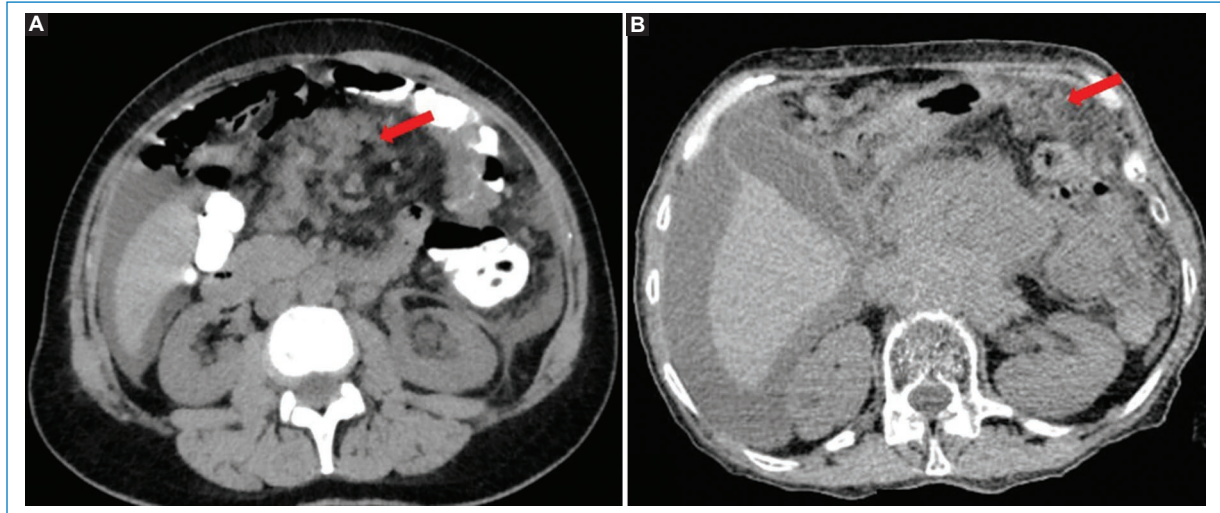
TC sin contraste endovenoso en imágenes axiales que evidencian engrosamiento peritoneal y del omento mayor (flechas), con nódulos dispersos y líquido libre abdominal. (A) Carcinomatosis peritoneal. (B) LP. Nótese la similitud de los hallazgos.
